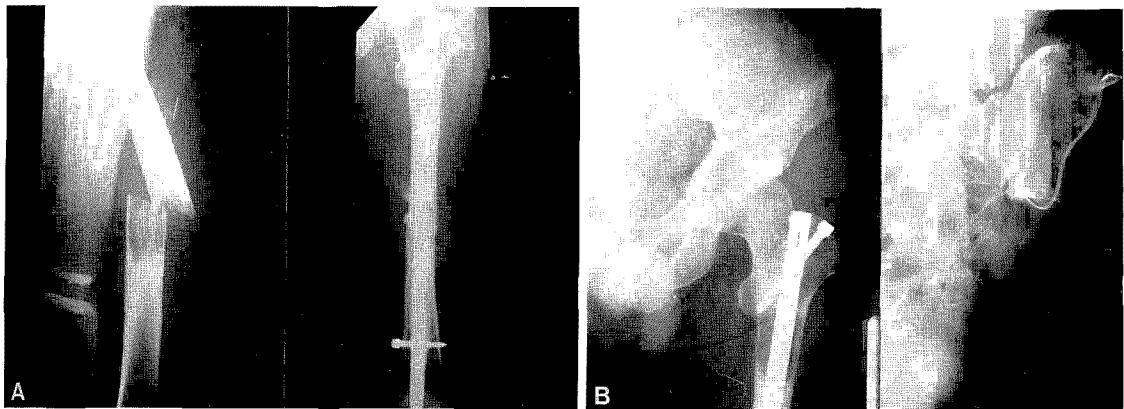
Case 3. The roentgenograms showed pathologic femoral shaft fracture and its postoperative state.
